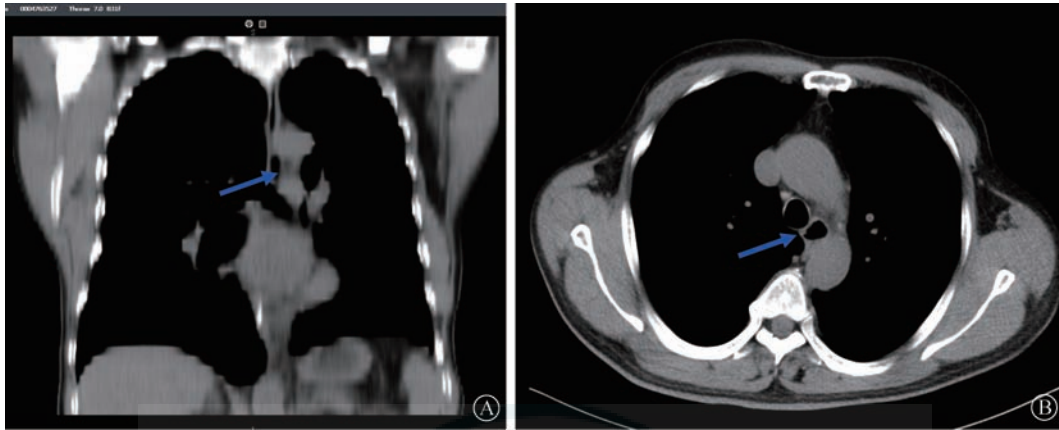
术后 7 个月 CT 见食管腔较前明显变小(箭头所示)
